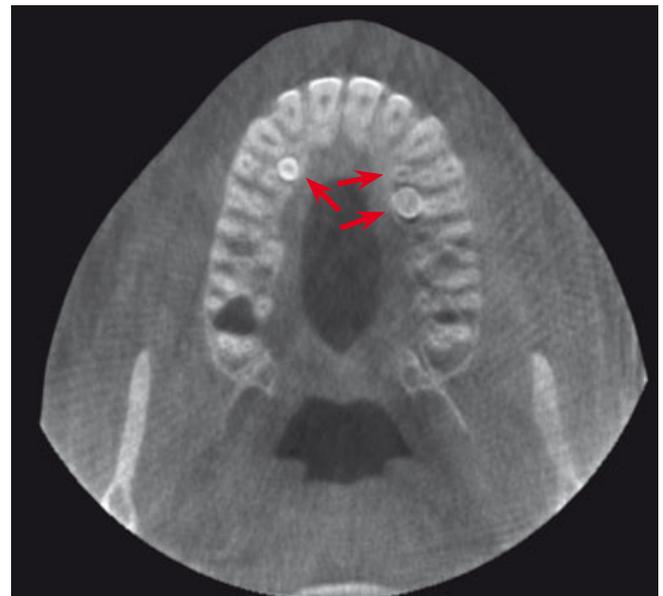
Darstellung der palatinalen Lage der überzähligen Zähne im Oberkiefer (axiale Schicht der digitalen Volumentomographie)
